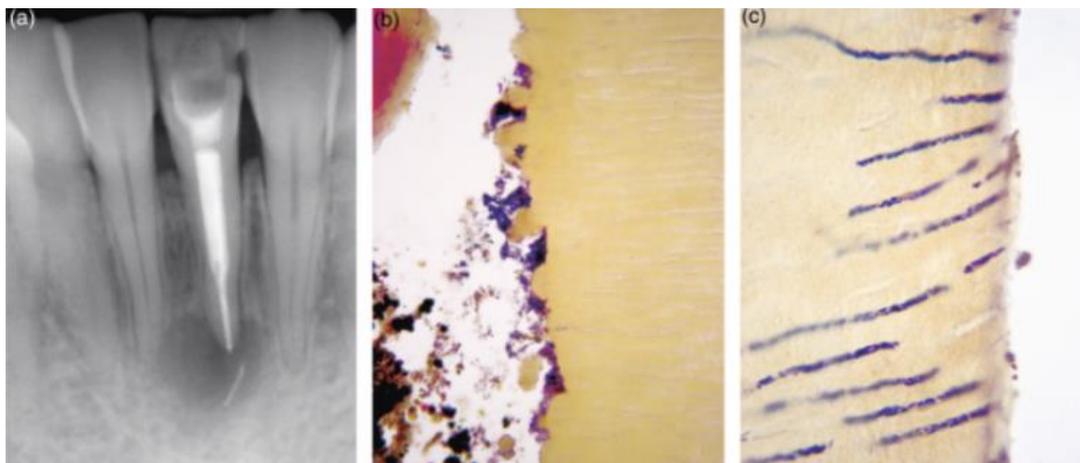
Periodontitis apical persistente en incisivo inferior. Sección histológica de porción apical con bacterias, biofilm e irregularidades en las paredes por la instrumentación. Se observa en la radiografía un fragmento de gutapercha sobrepasada. <sup>58</sup>
